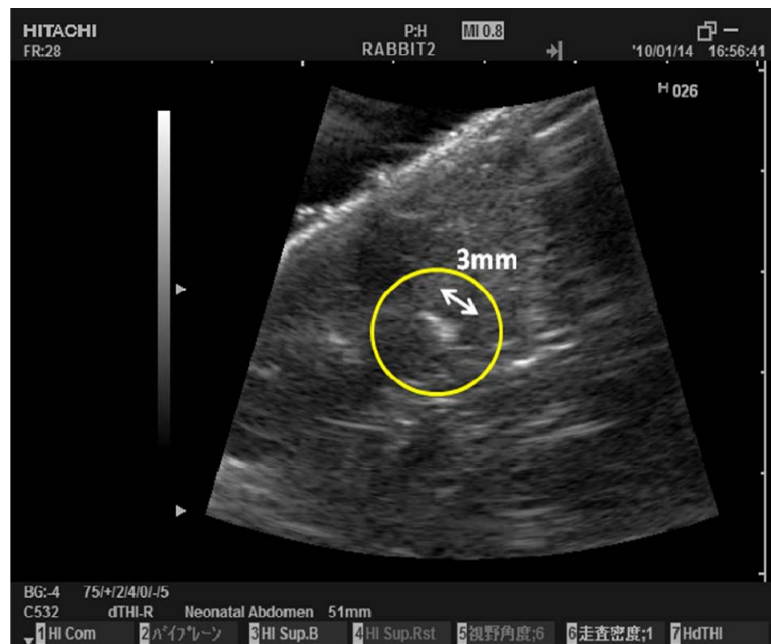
2-3-9 治療観察中に照準に高輝度変化が認められたタイミングで治療を終了した直後のウサギ腎臓エコー像
